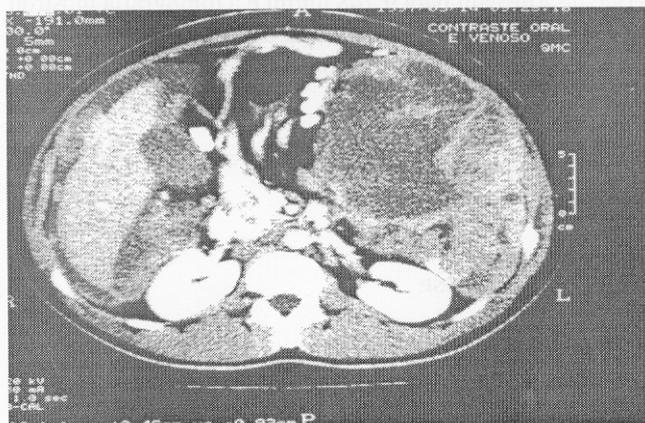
Tomografia de abdome pós-radioterapia
